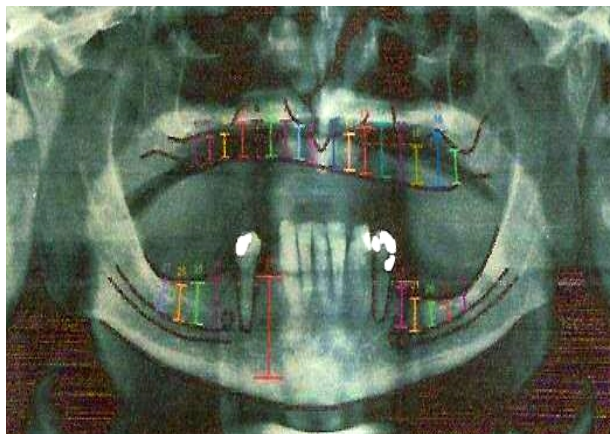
Radiografia Inicial onde as medidas variam de 4,64 mm a 11,60 mm na maxila.
